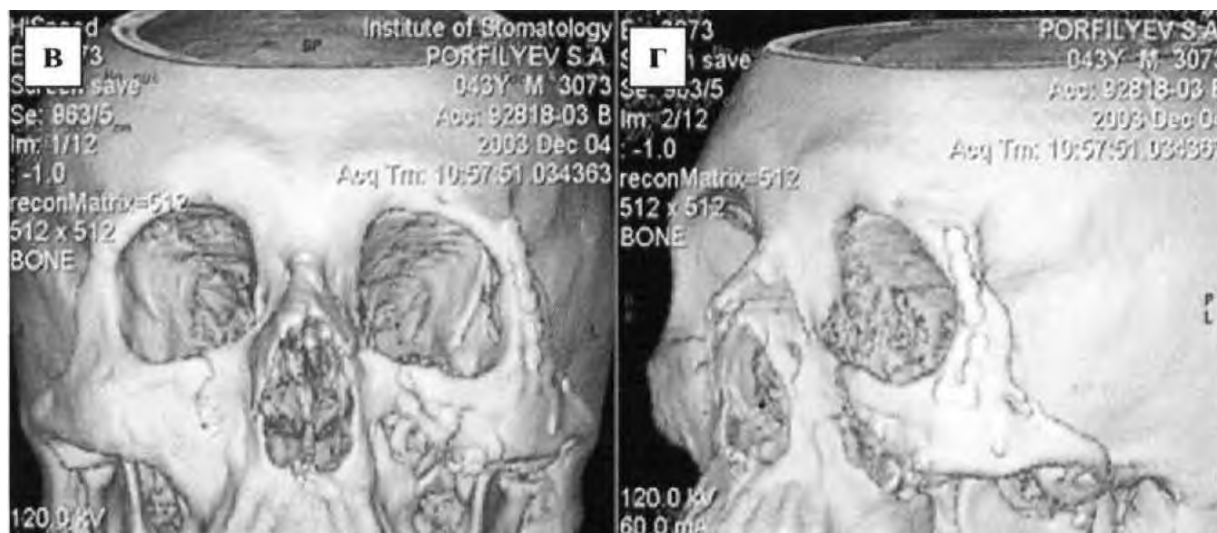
Тот же пациент через 4 месяца после операции. Реформаты изображения в боковой (а) и косой (б) проекциях, трехмерная реконструкция изображения СКТ лицевого черепа в прямой (в) и косой (г) проекциях. Восстановлена целостность орбитального кольца титановыми минипластинами).
